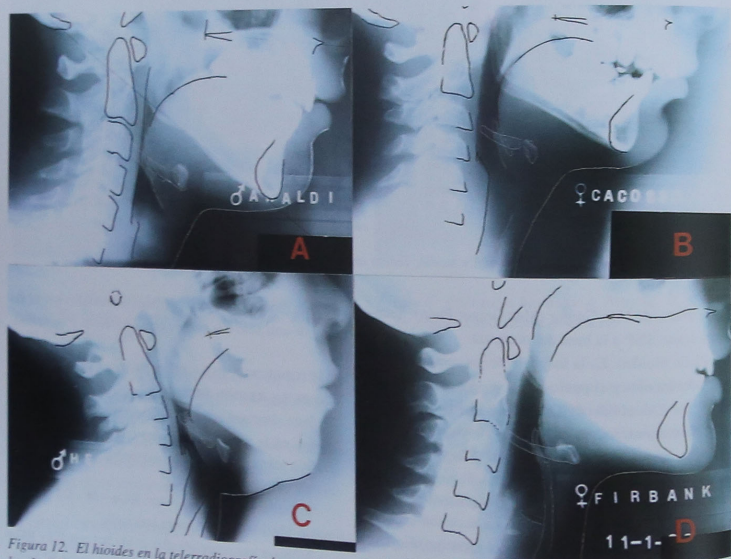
El hioides en la telerradiografía de perfil. A: Varón, 13 años, extremos de las astas mayores por detrás del cuerpo de la 3ª vértebra y a la mitad de su altura. B: Varón, 10 años, posición normal. C: Varón, 6 años, con papada. D: Mujer, 15 años. Cuerpo y astas totalmente osificadas.
